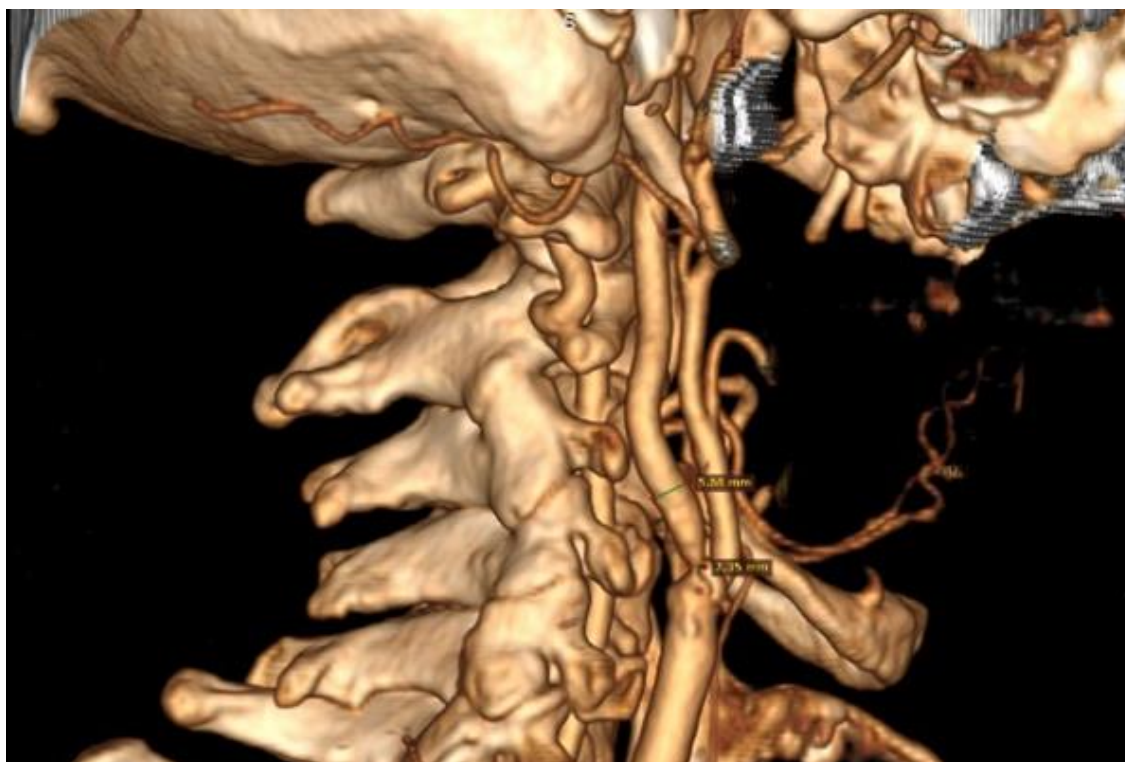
Предоперационная компьютерная томография с ангиографией, 3D-реконструкция
